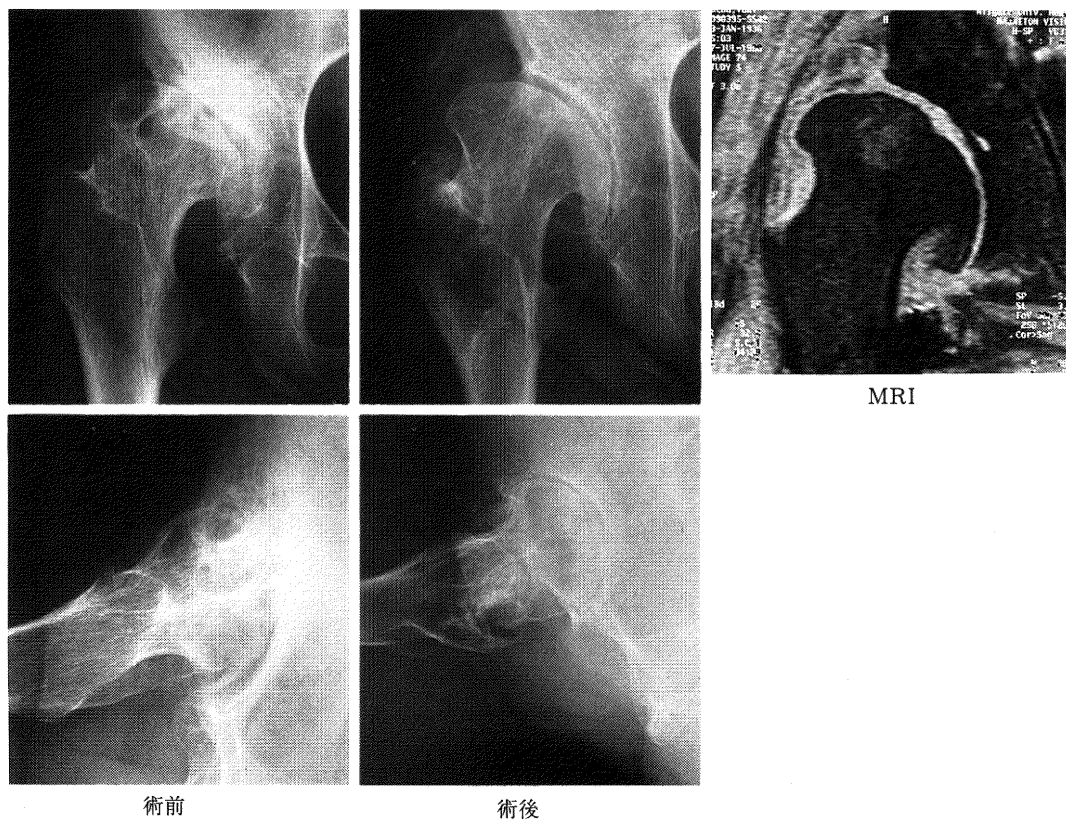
手術時45歳，女性。術後16年経過例。術前，関節裂隙は前外方にかけて狭小化し骨嚢包をみとめる。術後16年の現在，関節裂隙は均一に開大しており，骨嚢包も消失している。術後16年目で MRI（脂肪抑制像）施行，臼蓋および骨頭の軟骨が観察できる。
